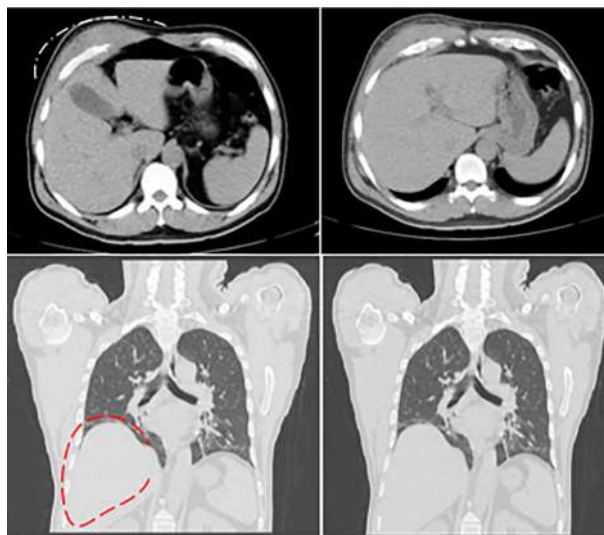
Tomografía computada de tórax de alta resolución. Donde se aprecia una masa de partes blandas en la cara anterolateral del hemitórax derecho sin reacción perióstica de los arcos costales subyacentes.
